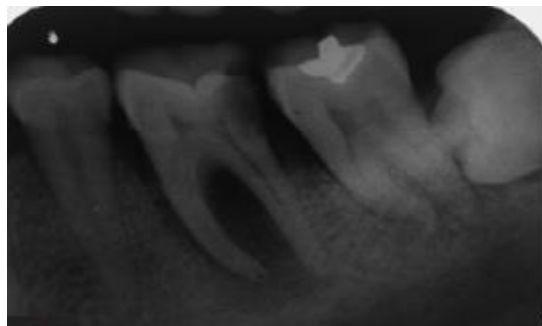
Radiographie pré-opératoire de 36. (86)
